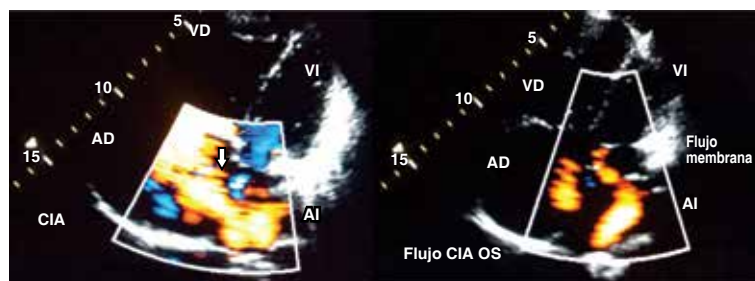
Imagen de un ecocardiograma transtorácico en una ventana apical con vista de cuatro cámaras en modo bidimensional combinado con Doppler color (izquierda) donde se observa el ventrículo izquierdo (VI), la aurícula izquierda (AI), el ventrículo derecho (VD) y la aurícula derecha (AD). Se documenta la presencia de un flujo de izquierda a derecha que conecta la cámara distal (CD) con el atrio derecho (flecha blanca). A la derecha se demuestra que el flujo que llena la cámara distal suministra sangre tanto a la AD como a la cámara proximal (CP); se documenta un *Cor triatriatum sinister* tipo membrana de orificio único y amplio más una comunicación interauricular variedad *ostium secundum* con flujo de izquierda a derecha.
